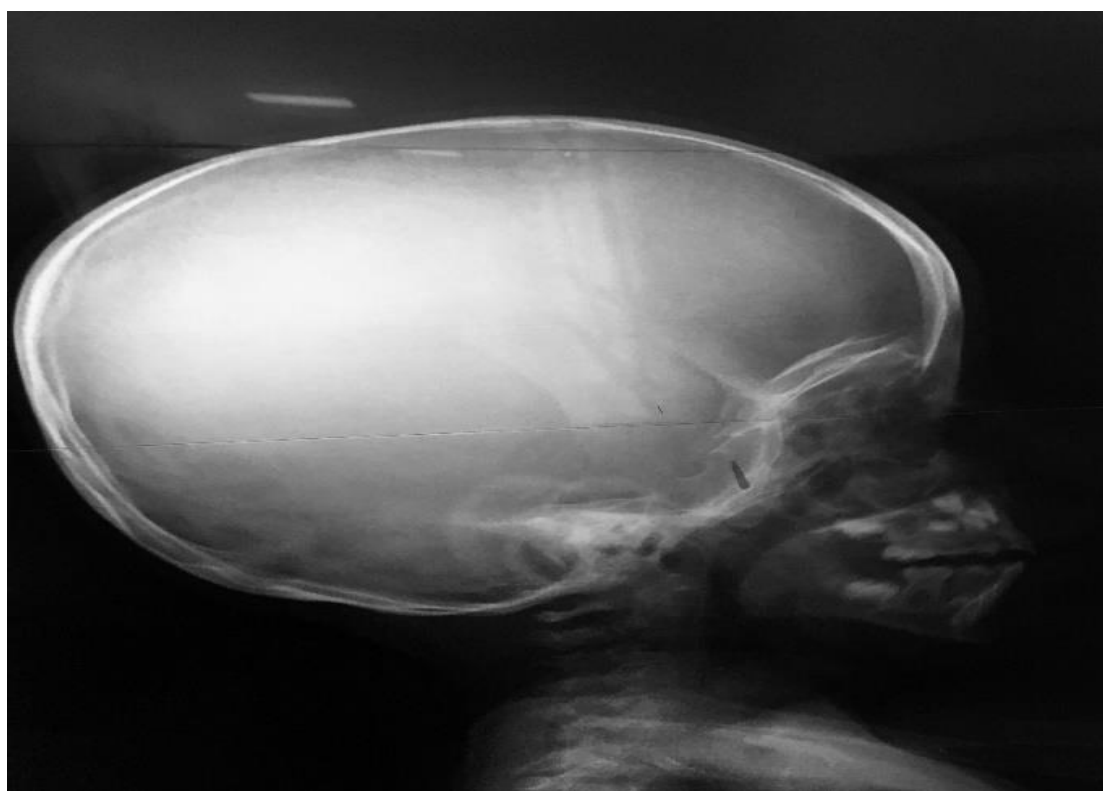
Radiographie du crâne de profil réalisée le 23/09/2023 n'objectivant pas de lésion osseuse évidente ; photo prise au service de P1.
